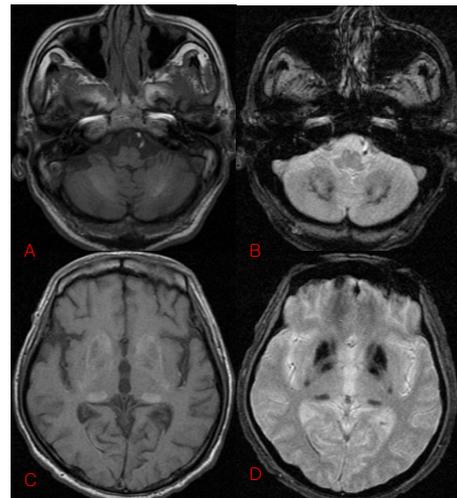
Axial T1-weighted (A, C) magnetic resonance imaging (MRI) show mixed high and low signal intensities on the bilateral basal ganglia and dentate nucleus of cerebellum. Gradient echo (B, D) MRI revealed low signal intensities compatible with the distribution on T1-weighted images
